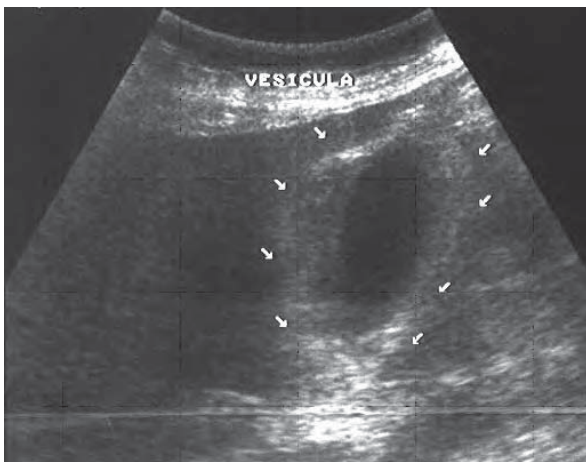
/1. Ecografía y pieza operatoria en paciente con colecistitis aguda. Obsérvese el grosero engrosamiento de la pared vesicular, la sombra sónica producida por los cálculos, y la distensión del órgano.
